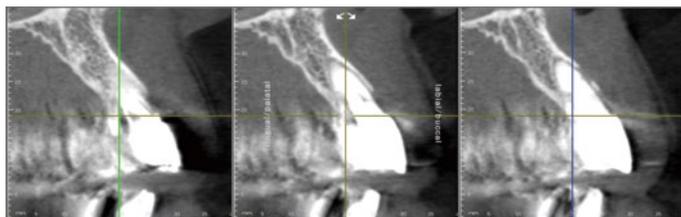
初診時の 1 CT像。患者の希望もあり保存することとした。1 をインプラントで補綴することで負担が軽減され、保存が可能と判断した。
